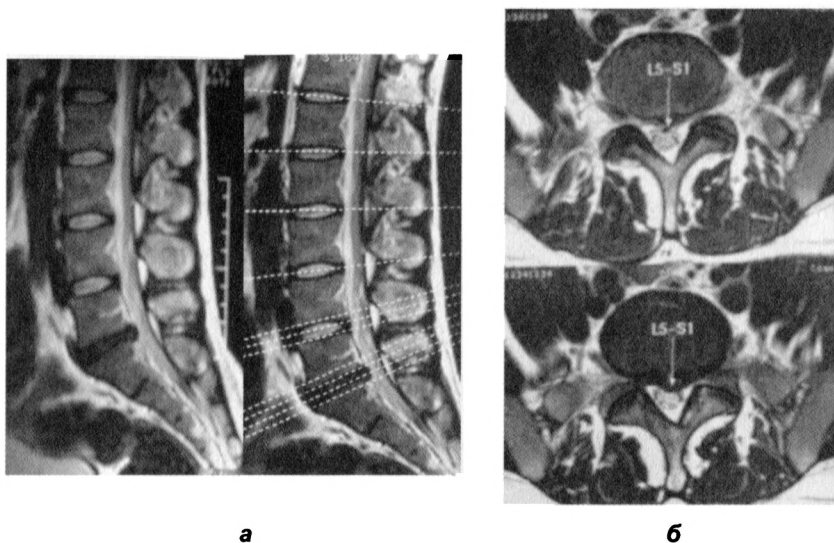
МР-томограммы пациента Ч. Артроз межпозвоночных суставов в виде субхондрального склероза суставных фасеток на уровне $L_{IV}-S_1$ (а).
